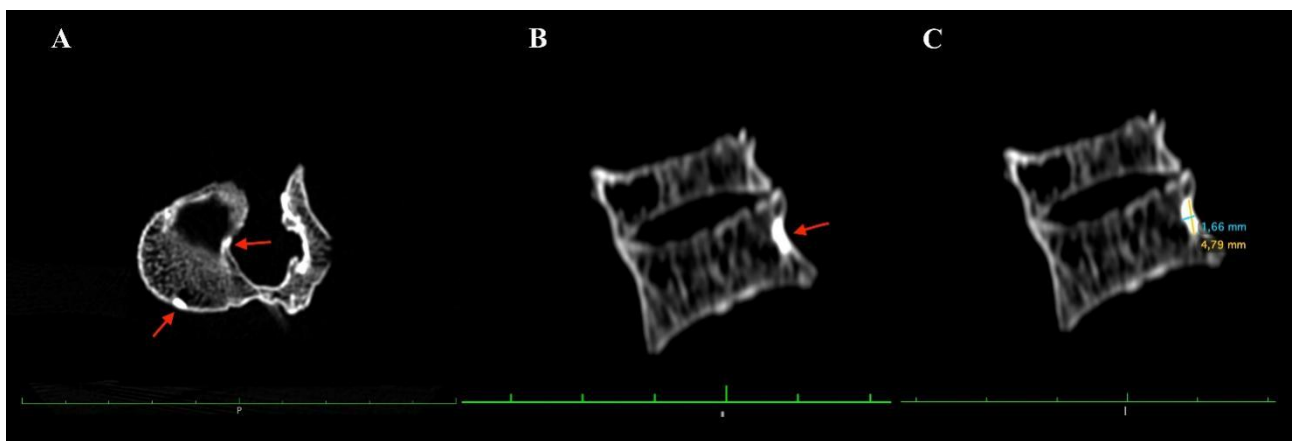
Tomografia computerizzata (TC) delle vertebre toraciche, proiezione superiore e latero-laterale. (A) Evidenza di un'area ovale di tessuto sclerotico radiopaco (focolai) sul corpo vertebrale di T6. (B e C) Presenza della stessa condizione su T7, nella porzione centro-posteriore del corpo vertebrale, con misurazioni del diametro sagittale (4.79 mm) e del diametro trasversale (1.66 mm).
